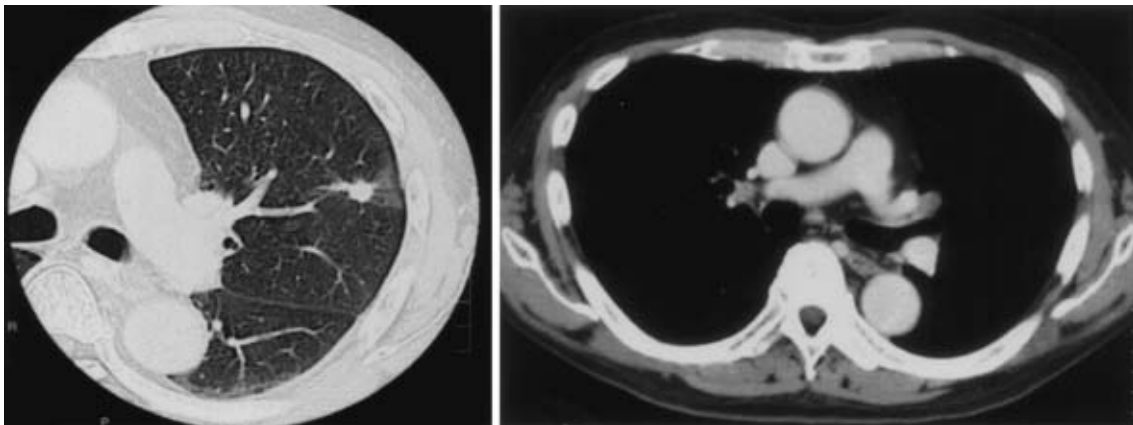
Chest CT showing the left lung tumor (10 mm in diameter) with spiculation. There is a ground glass opacity in the periphery of the tumor. Lymph node swelling is recognized in the left hilum.
